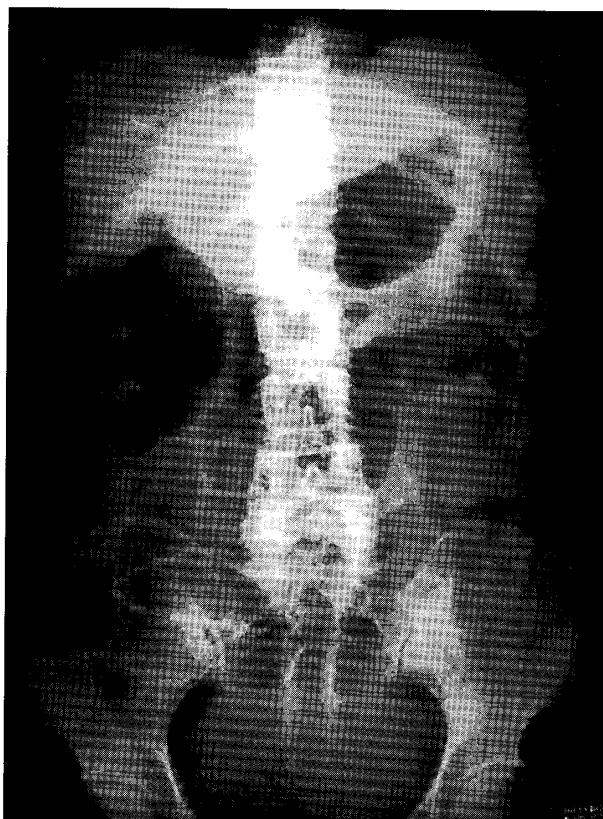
Abdominal X-ray showed dilatation of small intestine and free air.
